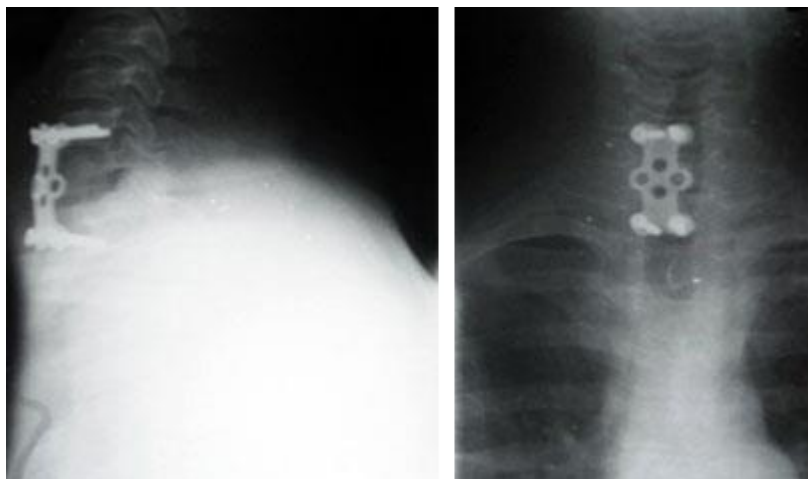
Radiografía de columna cervical al alta hospitalaria.
